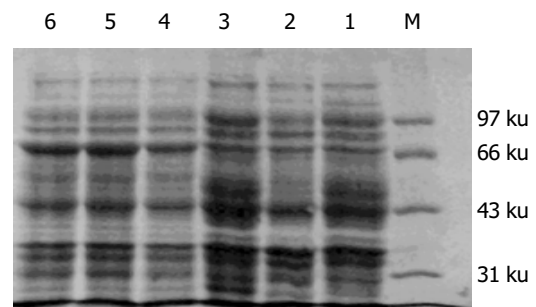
CDB3基因诱导表达产物的SDS-PAGE分析. M: 低分子质量的标准蛋白(97、66、43、31、20 ku); 1: 空大肠杆菌(BL21)经诱导作用的蛋白; 2: 空含PET22b(+)载体的BL21经诱导的蛋白; 3: 阳性克隆大肠杆菌在未诱导时的蛋白; 4、5、6: 阳性克隆大肠杆菌在IPTG诱导下1、3、4 h的蛋白.
